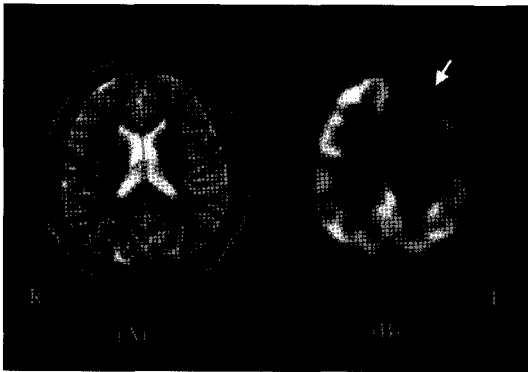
FDG-PET in neocortical epilepsy. (A) Normal MRI. (B) Left frontal focal hypometabolism.
